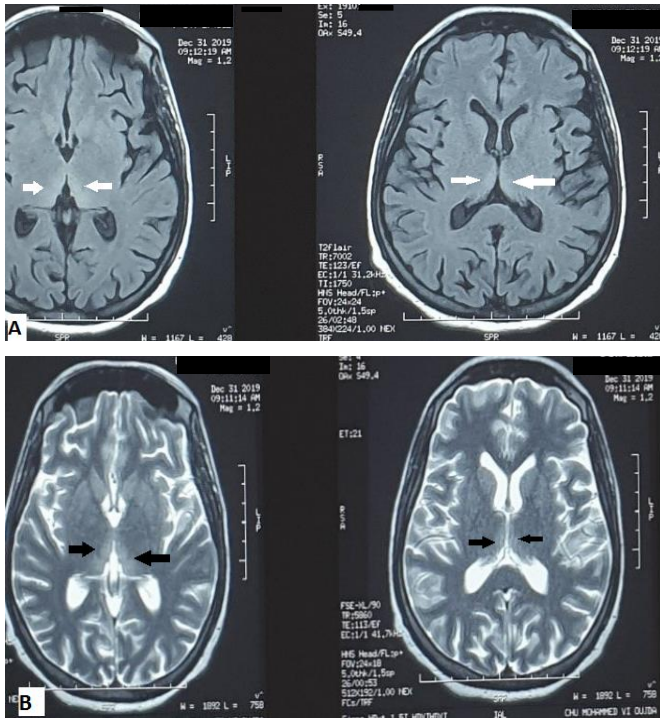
Image montrant une Coupe axiale d'une IRM encéphalique : (A) séquence T2 flaire, (B) séquence T2 ; objectivant des hyper signaux au niveau des deux des thalamis postéro-médians et péri ventriculaire.
